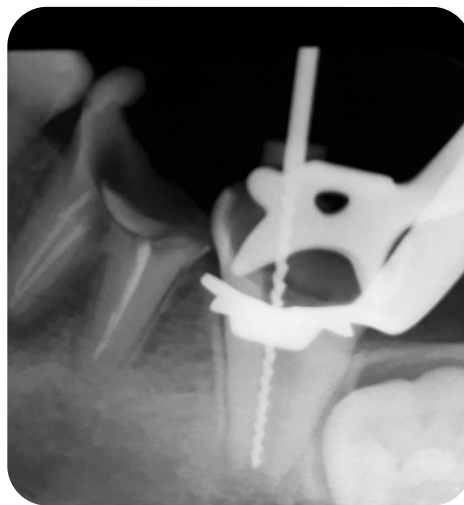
Radiografía conductométría elemento 37.
